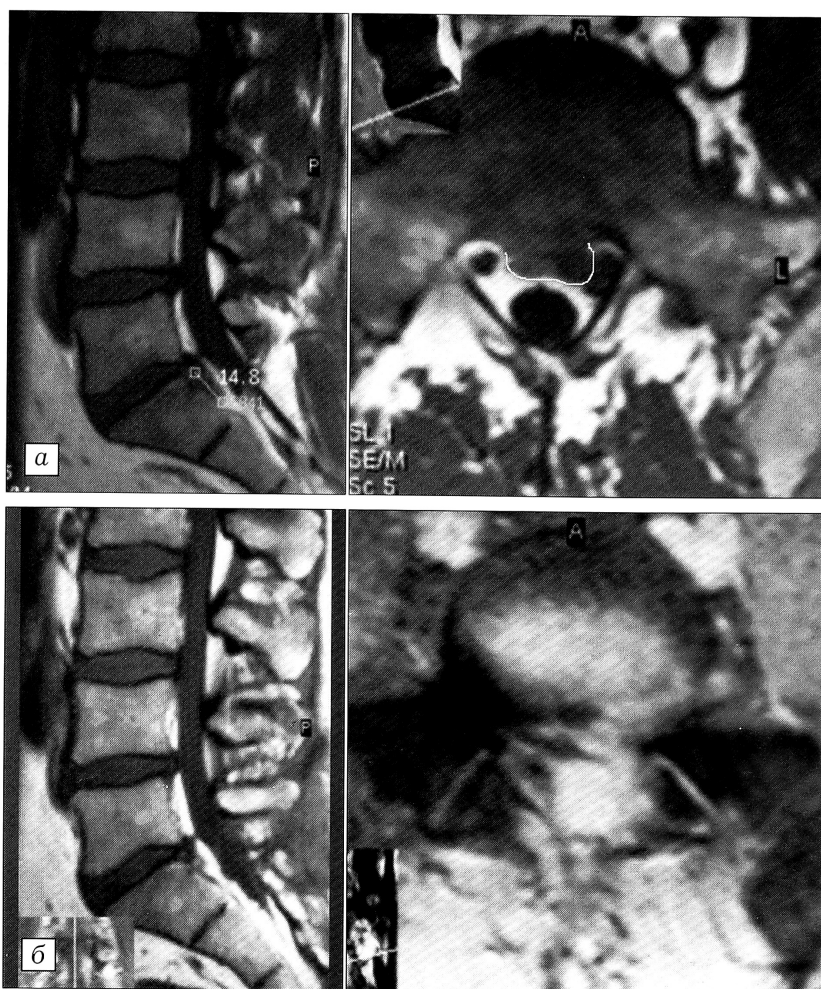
МРТ поясничного отдела позвоночника больного Г. в сагиттальной и аксиальной проекциях: а — до операции, б — после операции.
